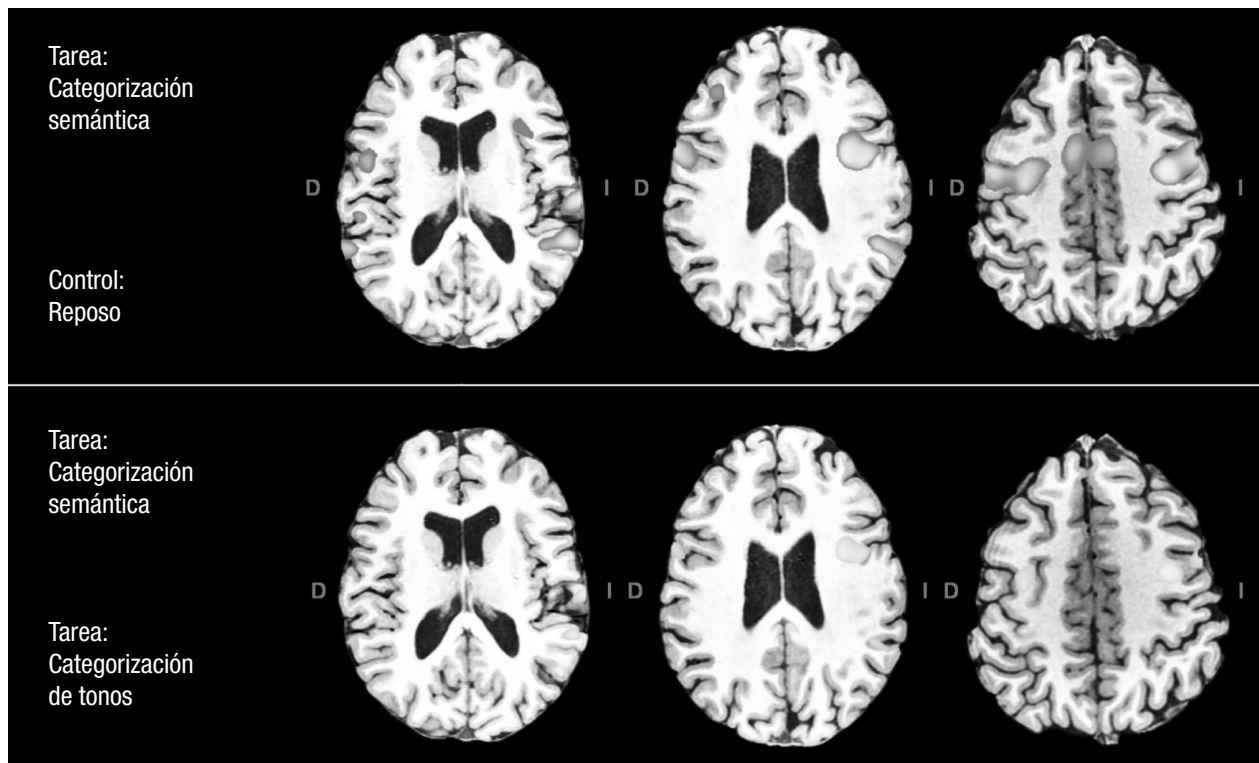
Estudios de lenguaje. Los resultados de un estudio de resonancia magnética funcional dependen no sólo de la tarea realizada en los períodos de “activación”, sino también de la condición de “control”. En la parte inferior se aprecia cómo diversas áreas de actividad desaparecen al realizar un contraste más restrictivo, eliminando toda la actividad asociada a la “categorización” (Hospital Ruber Internacional; con permiso).
